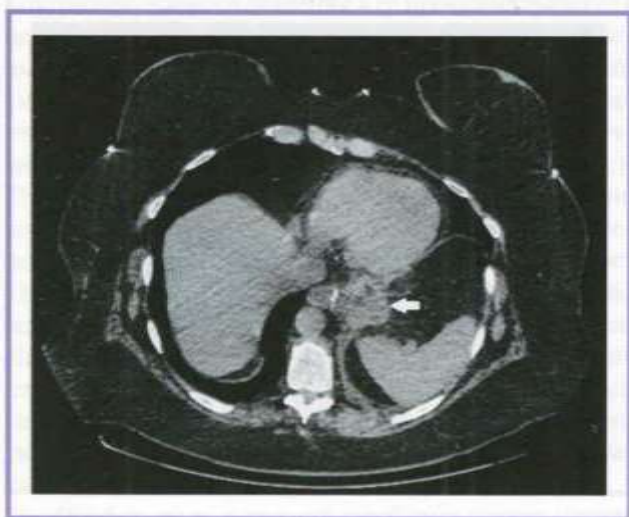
Компьютерная томограмма органов брюшной полости, аксиальная проекция.
